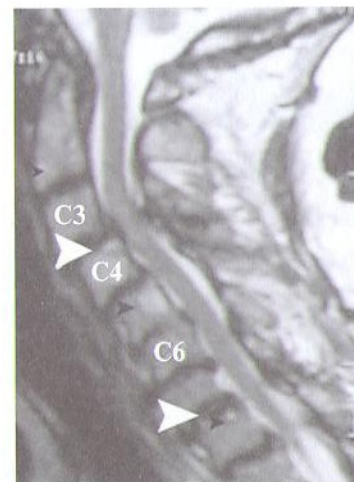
МРТ больной с распространенным спондилезом шейного отдела позвоночника. Видны множественные протрузии дисков, приводящие к протяженному многоуровневому стенозу позвоночного канала с компрессией спинного мозга и развитием очага миелопатии на уровне C3–C4-позвонков. Светлой стрелкой показаны наиболее выраженные зоны нестабильности. Темными стрелками обозначены множественные гемангиомы в телах C2-, C4-, C5-, T1-позвонков.
